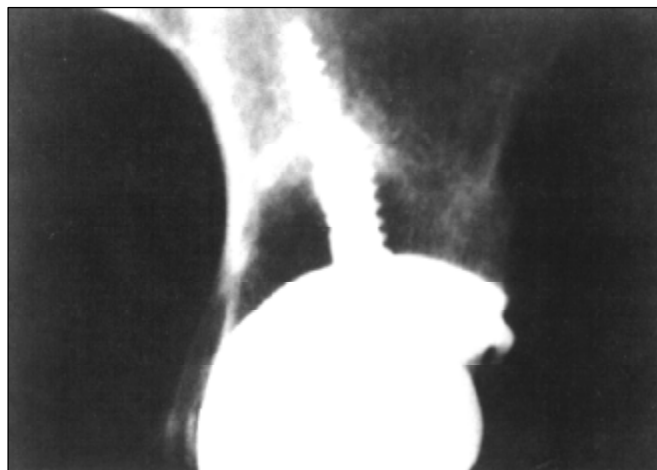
Radiografia mostrando detalhe de grande lesão osteolítica localizada na zona II, após 72 meses de seguimento
